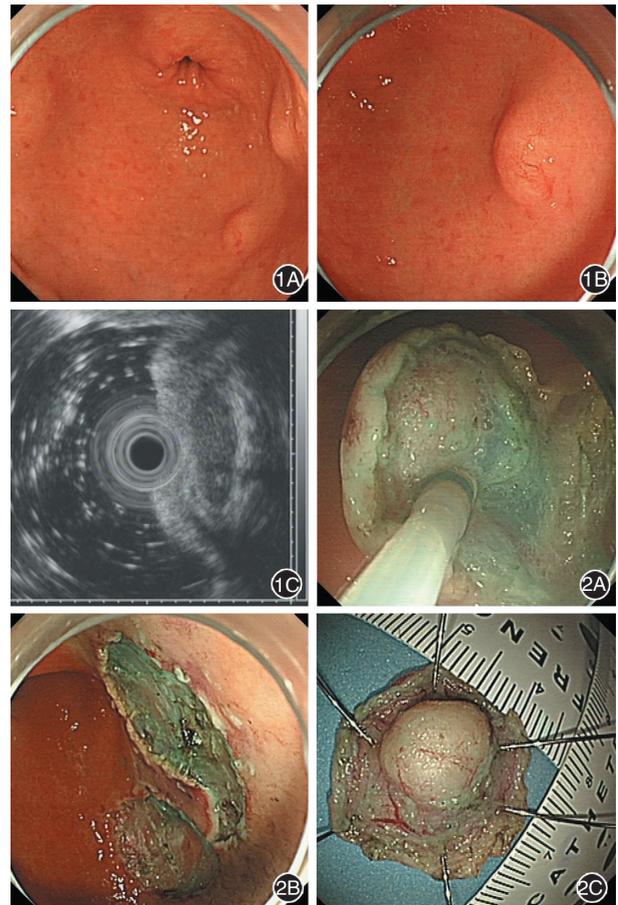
内镜黏膜下剥离术(ESD)术前检查 1A:白光内镜下见胃窦前壁及后壁多枚丘状黏膜下隆起;1B:隆起处表面黏膜见略扩张样血管;1C:内镜超声提示病灶位于黏膜下层,回声偏低,呈梭状,边界清楚,内部回声尚均匀 图2 ESD治疗 2A:术中剥离;2B:术后创面;2C:平铺病灶,形态规则,包膜可见
